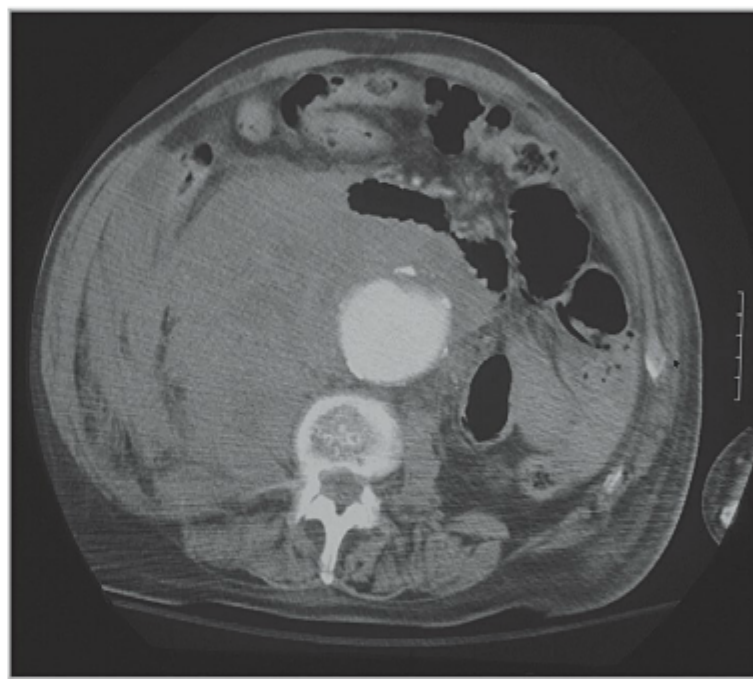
TC confirmando aneurisma aórtico abdominal roto.
